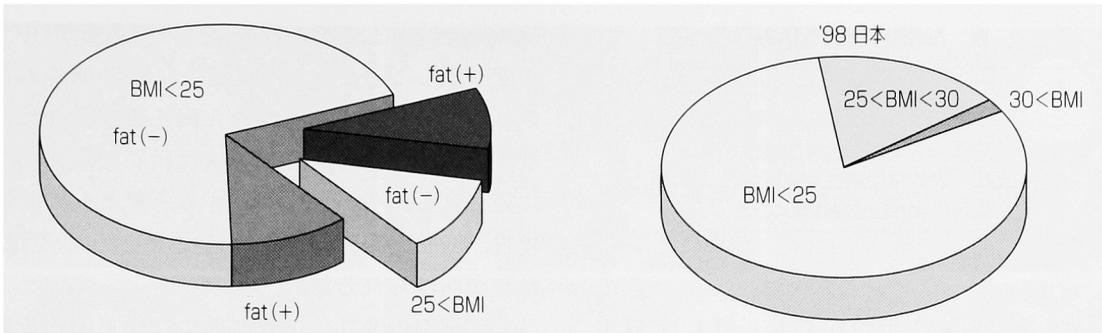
腹部超音波検査による会社検診での肝臓の脂肪化検出率
